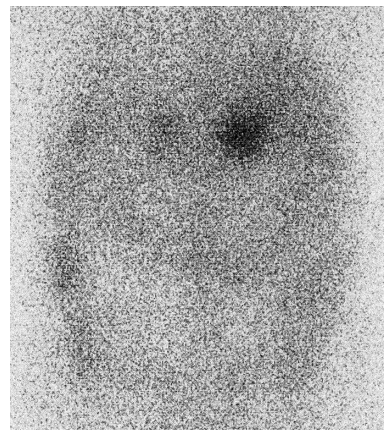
After dexamethasone at 2 mg/day was administered for 7 days, ^{131}I -adosterol scintigraphy showing uptake into the right adrenal mass (posterior to anterior view).
